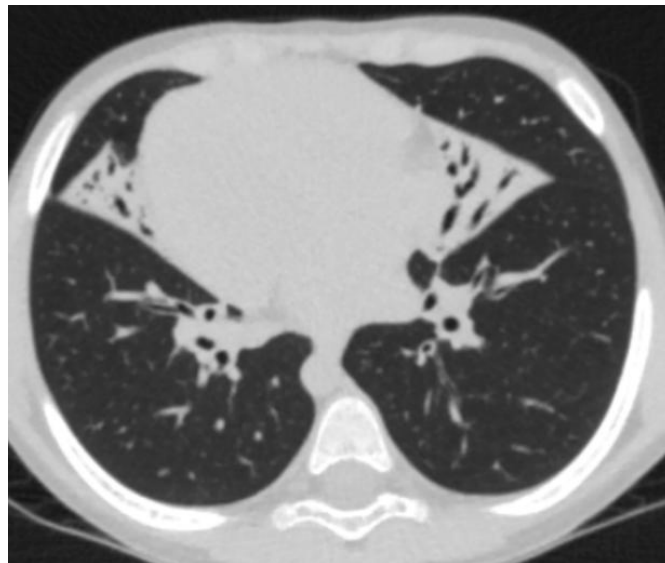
Тракционные двусторонние бронхоэктазы в средней доле и язычковых сегментах по данным КТ органов грудной полости у мальчика 6 лет с ПЦД (аксиальная проекция). Генотип: *DNAAF4* с.123+2T>G. Гомозигота
